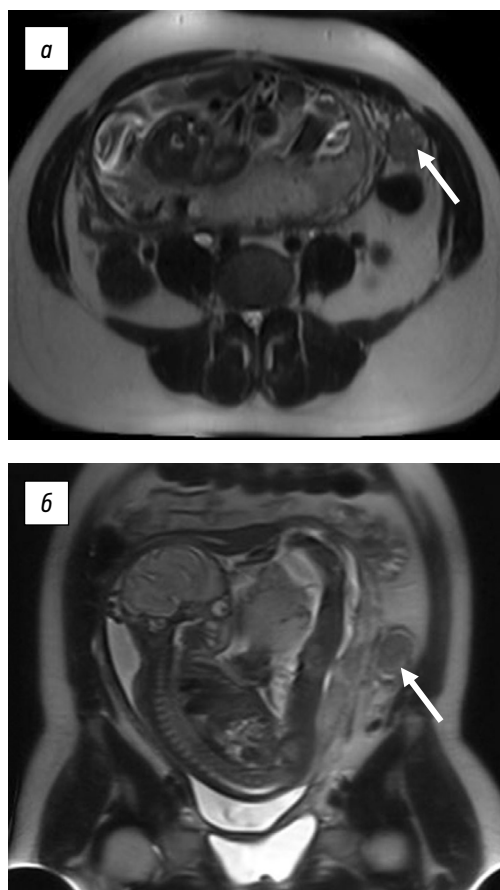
На магнитно-резонансных томограммах, взвешенных по T2, в аксиальной (а) и корональной (б) плоскостях определяется солидное новообразование левого яичника размером $19 \times 14 \times 12$ мм
